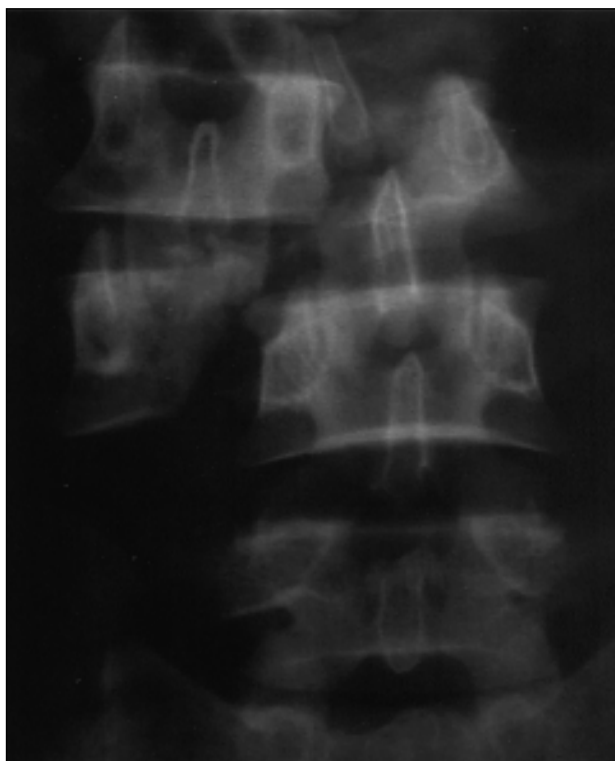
Radiografia de coluna tóraco-lombar, ântero-posterior, demonstrando fratura em cizalhamento da terceira vértebra lombar.
